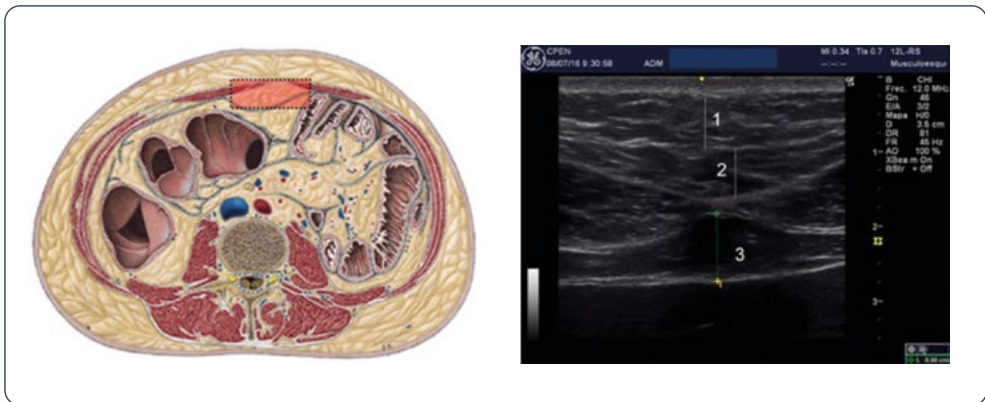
Mesures de teixit adipós amb ultrasons.
